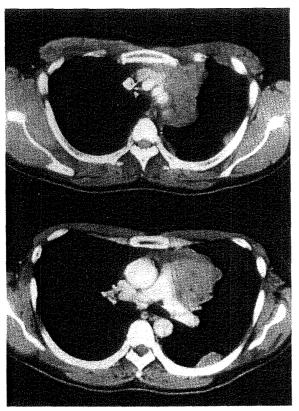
CT scan of the chest showed anterior mediastinal and left pleural tumor. Tumor adhered to the aorta and left pulmonary artery.
